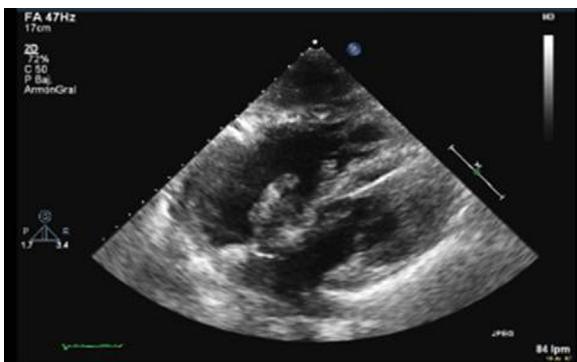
Ecocardiograma transtorácico en el que se observa una imagen compatible con trombo de gran longitud tanto en la aurícula izquierda como en la derecha, que parece tener cierta continuidad a través de un foramen oval permeable, que sugiere trombo en tránsito.
